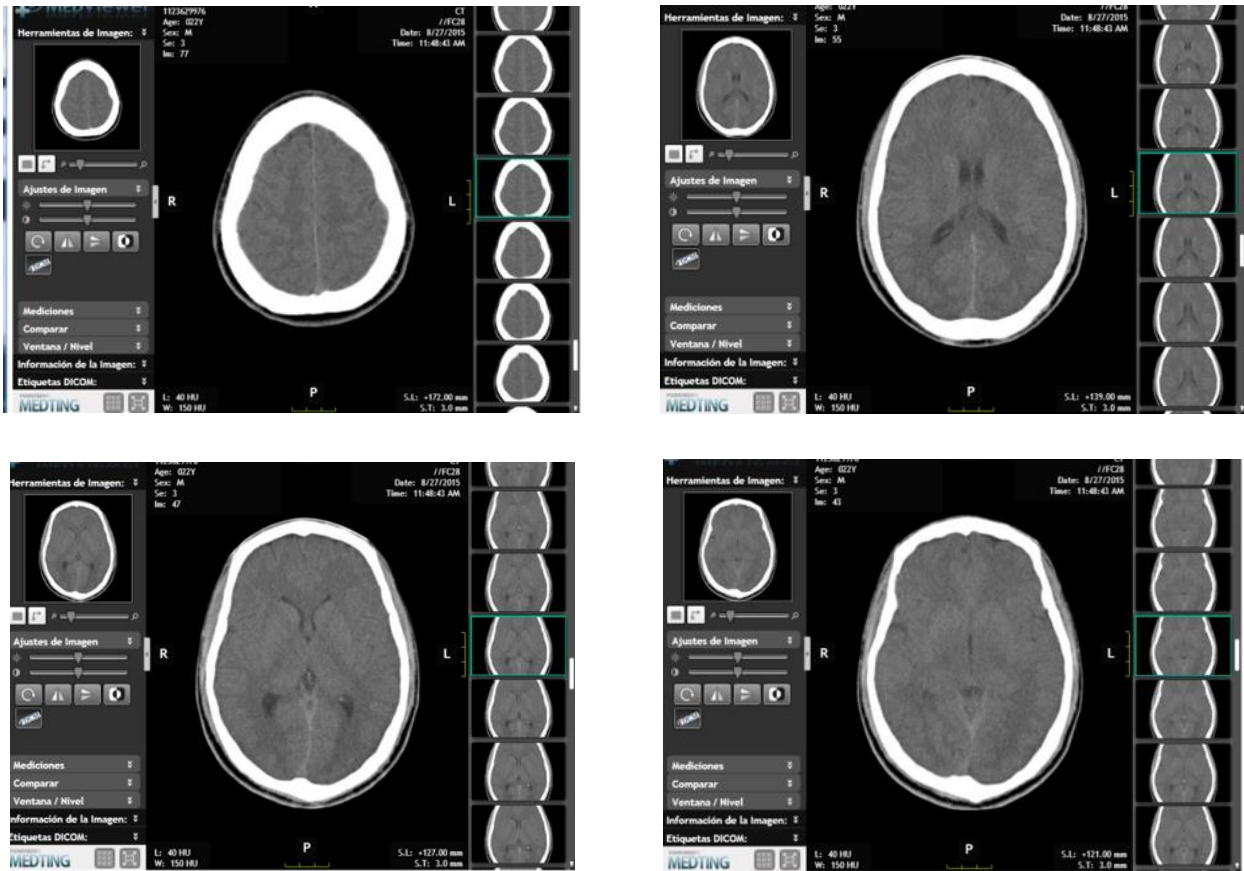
Tomografía de control
